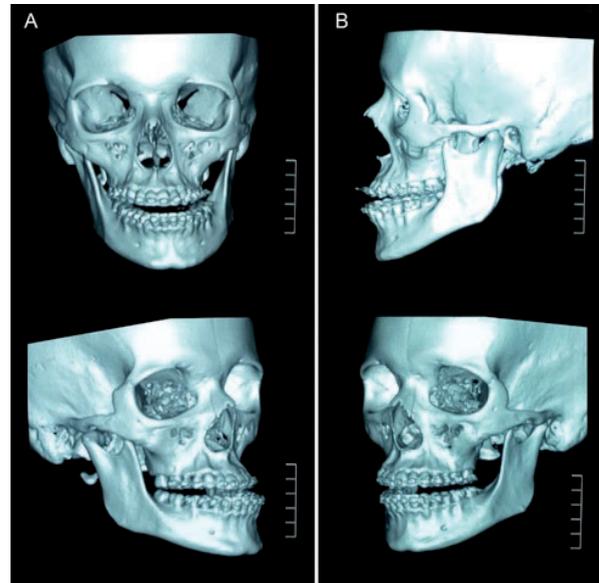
Tomografía computarizada de cara con reconstrucción 3D. Fuente: Los autores.
